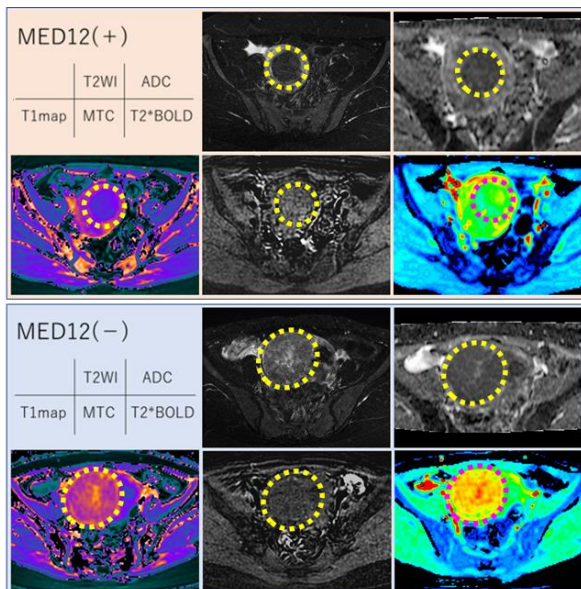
子宮筋腫サブタイプ間の MRI 画像の比較
